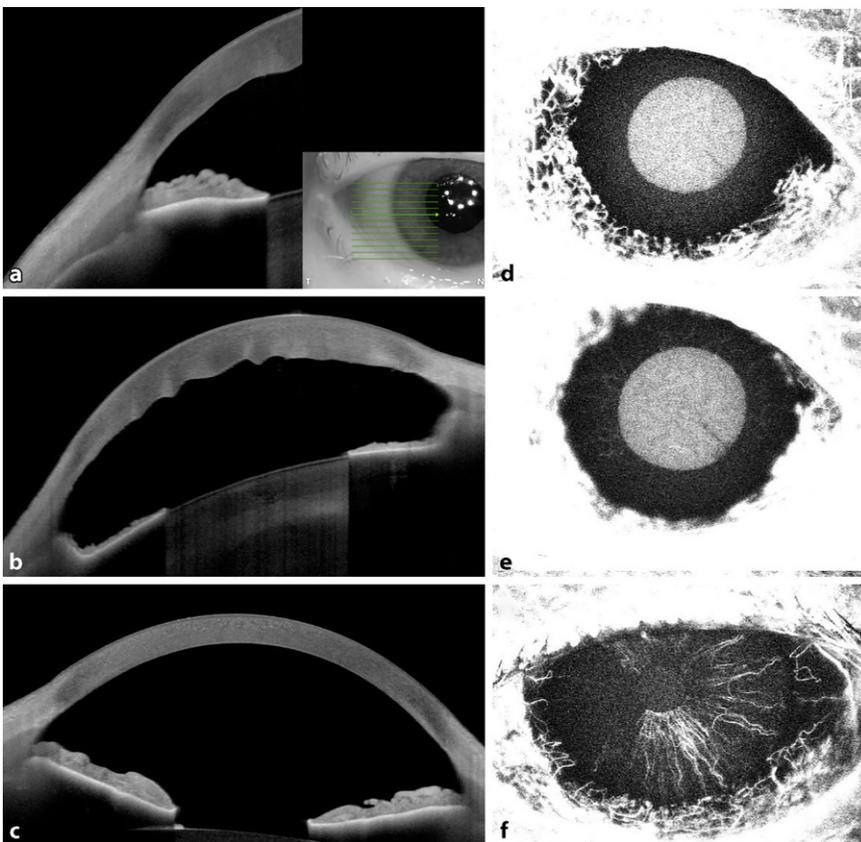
▲ a In der optischen Kohärenztomographie (OCT) des Vorderabschnitts des rechten Auges zeigte sich eine flache Vorderkammer mit einer altersentsprechenden Iriskonfiguration am Tag der stationären Aufnahme. b In der Vorderabschnitts-OCT des rechten Auges zeigten sich im Verlauf eine zunehmend Irisatrophie sowie eine weiterhin flache Vorderkammer und ausgeprägte Descemet-Falten. c Am Partnerauge zeigte sich ein regelrechter Vorderabschnittsbefund. d Die Irisfluoreszeinangiographie des rechten Auges zeigte keine Perfusion der Iris nach 45 s und e eine minimale Perfusion nach 4:47 min. f Die Irisfluoreszeinangiographie des linken Auges zeigte eine reduzierte Irisperfusion des nasalen Sektors nach 1:45 min
